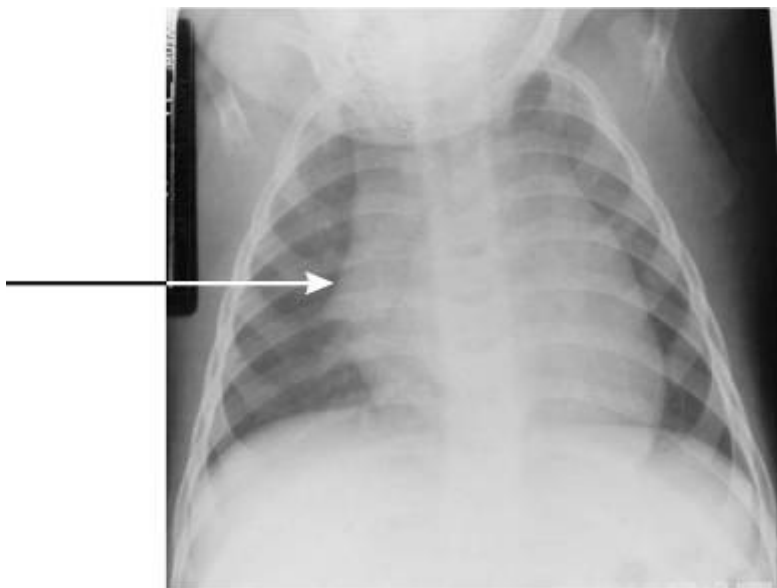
Распространенной причиной расширения средостения у детей младшего возраста является увеличение вилочковой железы, что на рентгеновском снимке проявляется в виде «паруса» (стрелка).
